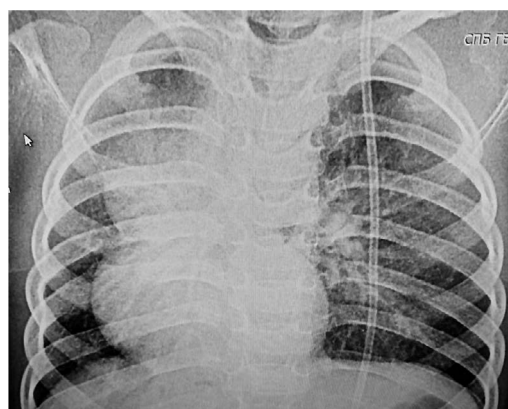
Рентгенограмма органов грудной полости в возрасте 2,5 лет.
